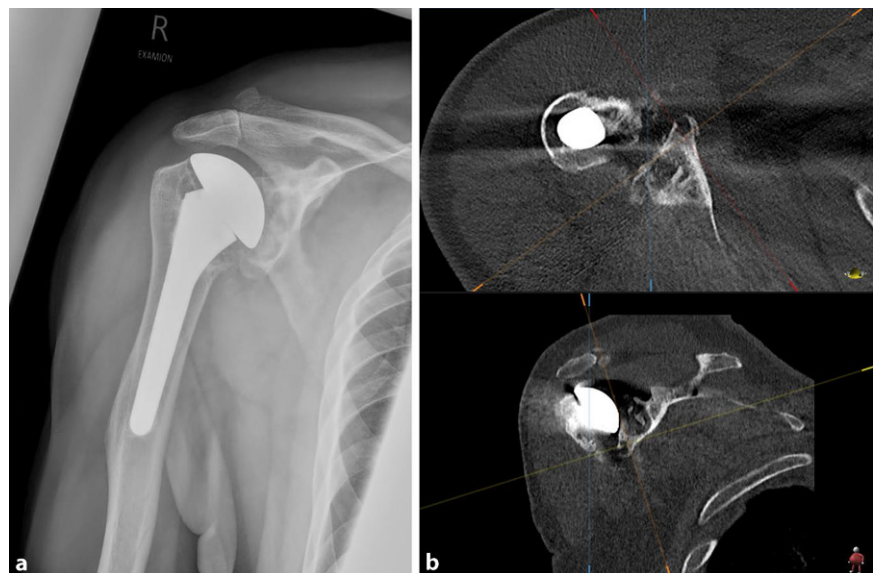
▲ a Patient 1: Röntgenaufnahme eines 71-jährigen Patienten, 20 Jahre nach Implantation einer anatomischen Schulterendoprothese mit gelockerter Polyethylenpfanne und zum großen Teil osteolytischer Destruktion des Glenoids. b Axiale und koronale Rekonstruktionen in der Computertomographie (CT) zeigen das genaue Ausmaß der Osteolysen
